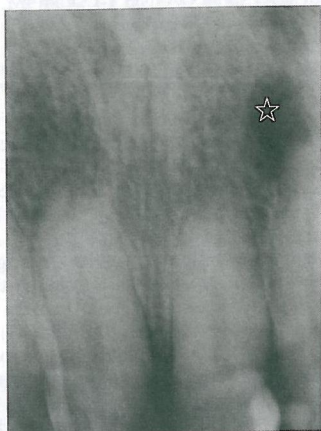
Lesão periapical (estrela) decorrente de canal infectado no incisivo lateral superior.
